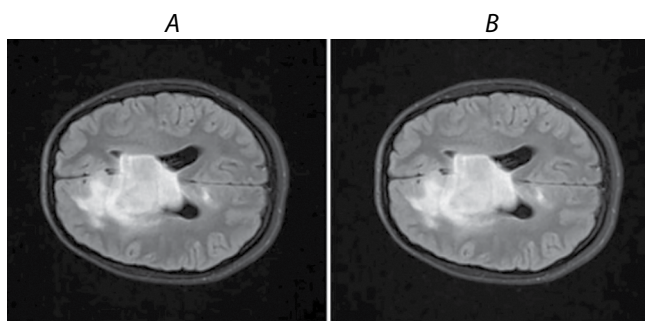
Диффузная глиома (T2-FLAIR-взвешенное изображение, ax).
